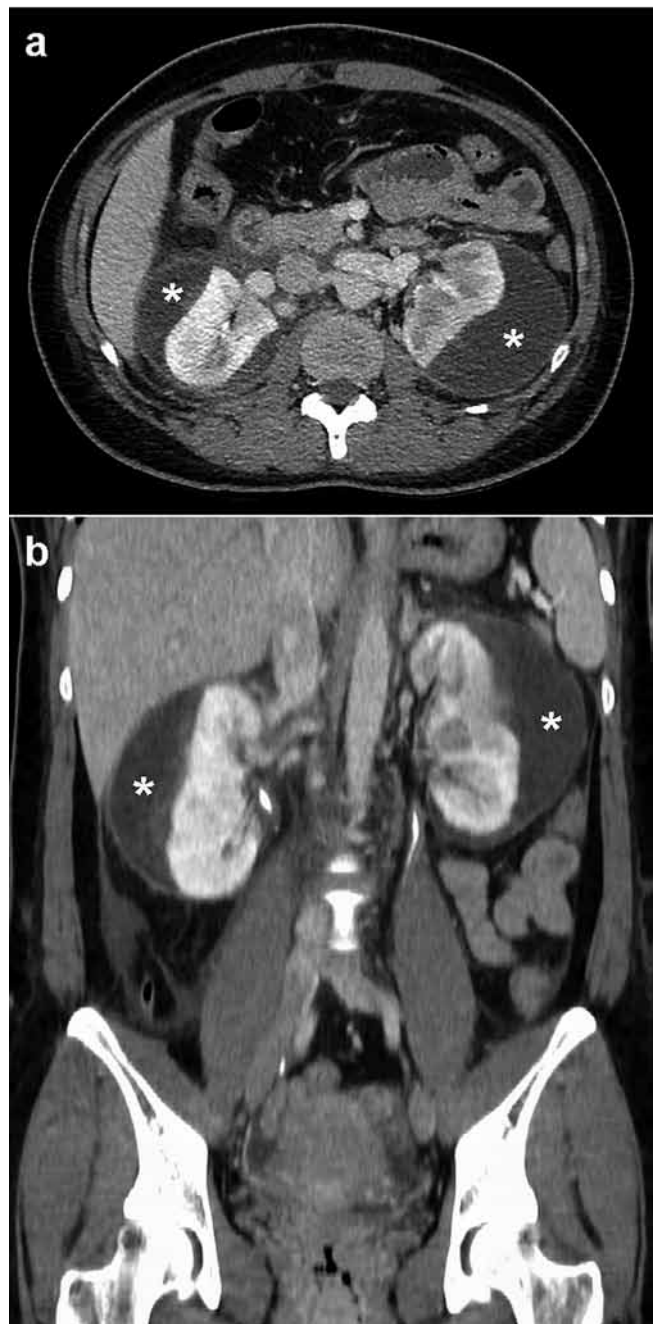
Axiale und b koronal-umformatierte kontrastverstärkte (Accupaque 300; GE Healthcare) computed tomography images of the abdomen in the nephrographic phase. The bilateral subcapsular fluid collections (*) are predominantly hypodense (5 Hounsfield unit) with a slight peripheral enhancement.
